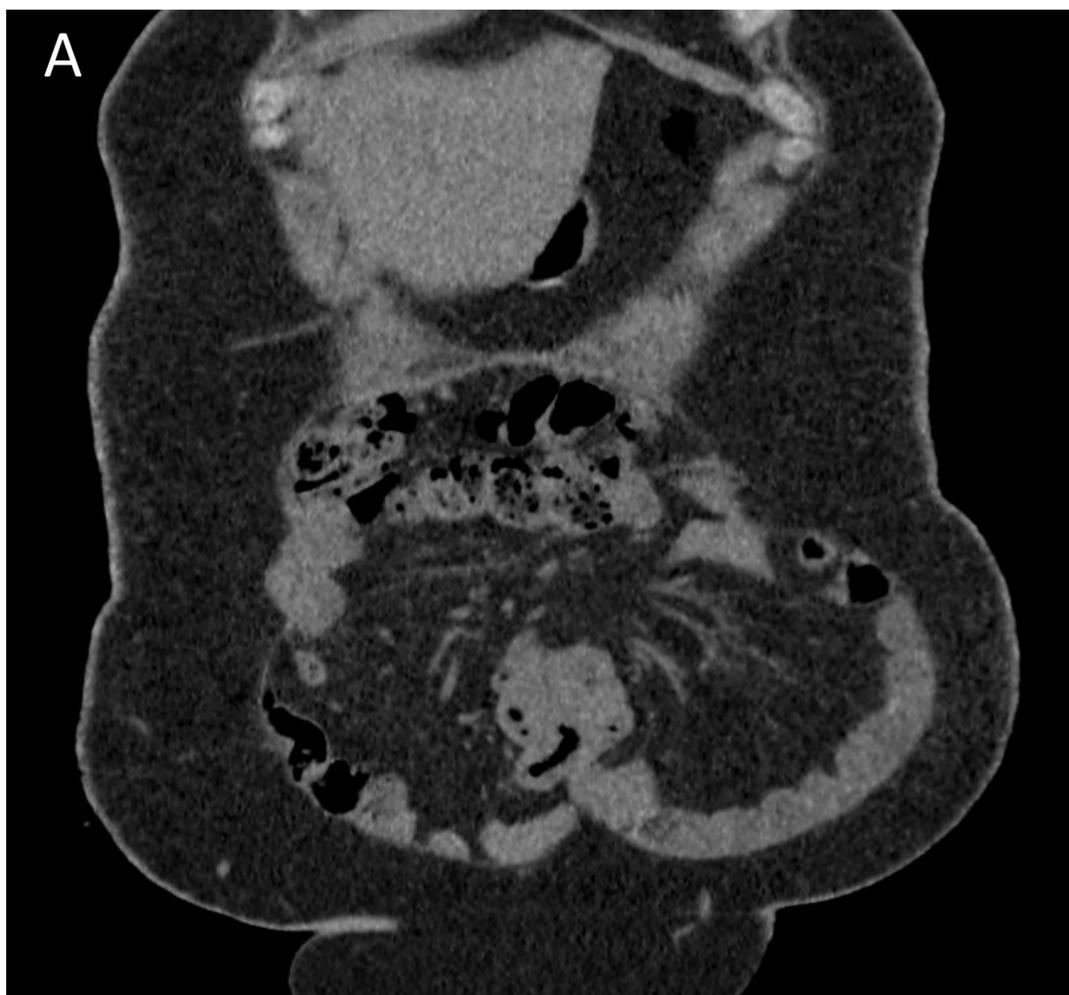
A. Corte coronal de la eventración en la TC de evaluación inicial. Cortes axial (B) y sagital (C) de la TC del neumoperitoneo. Se observa abundante neumoperitoneo en posición anterior en el saco herniario (asteriscos) con desplazamiento posterior de la grasa y asas intestinales pero sin reintroducción completa en la cavidad abdominal (flechas gruesas)
